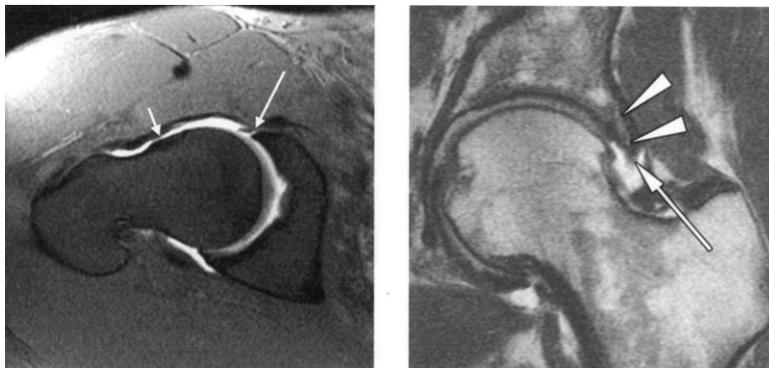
Artroressonância. Retirado de ⁴⁷.
